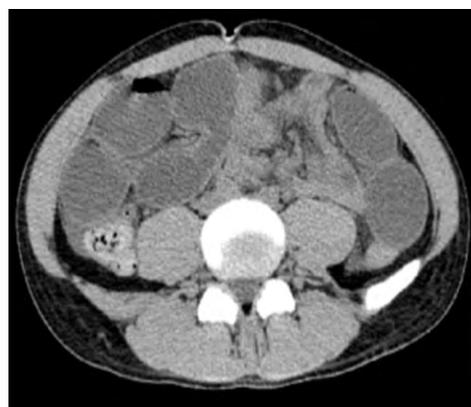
TAC corte axial. En este corte a nivel del abdomen se muestran asas de intestino delgado y líquido libre, en color negro.
